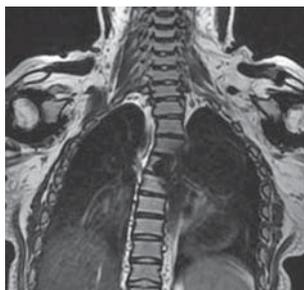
Рентгенограмма позвоночника пациента с мукополисахаридозом: деформация тел позвонков с формированием краевых костных разрастаний, сужение позвоночного канала (указано стрелкой), деформация дурального мешка, циркулярное пролабирание межпозвоночных дисков с признаками сужения межпозвоночных отверстий и возможной компрессии нервных корешков
